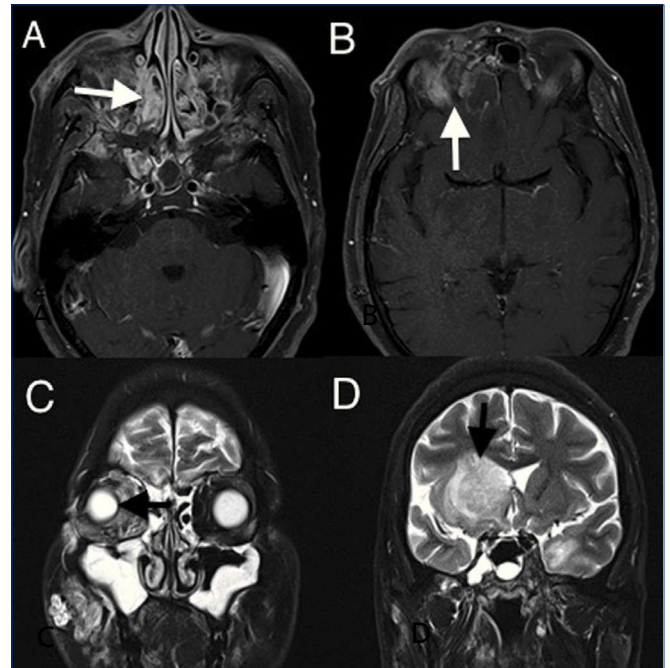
Hallazgos en la resonancia magnética cerebral. A) Compromiso de senos paranasales (flecha). B) Órbita derecha y lóbulo frontal (flecha). C) Órbita derecha (flecha). D) Ganglios basales derechos y tálamo ipsilateral (flecha).
